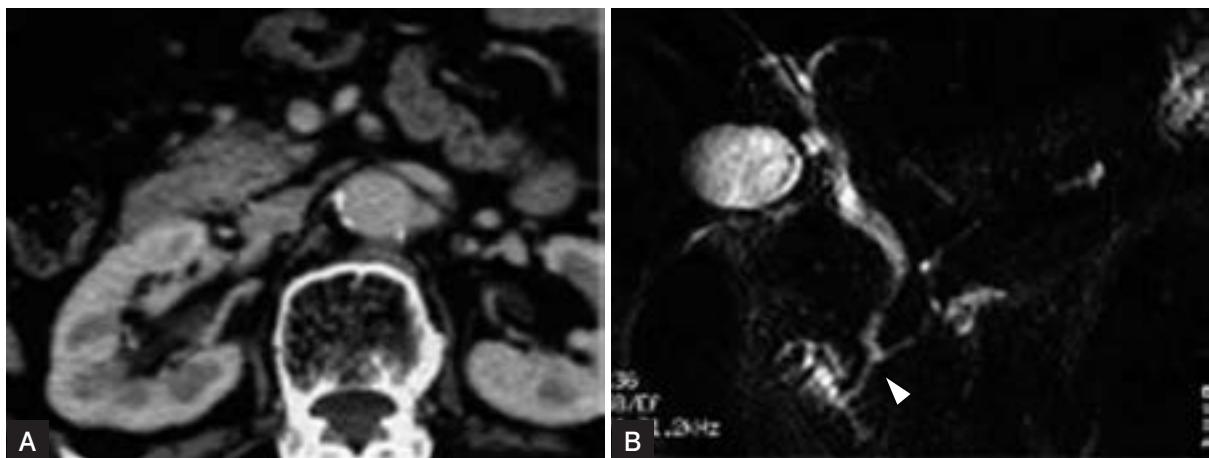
25 脾管胆管合流異常による急性膵炎（CT Grade 1）
